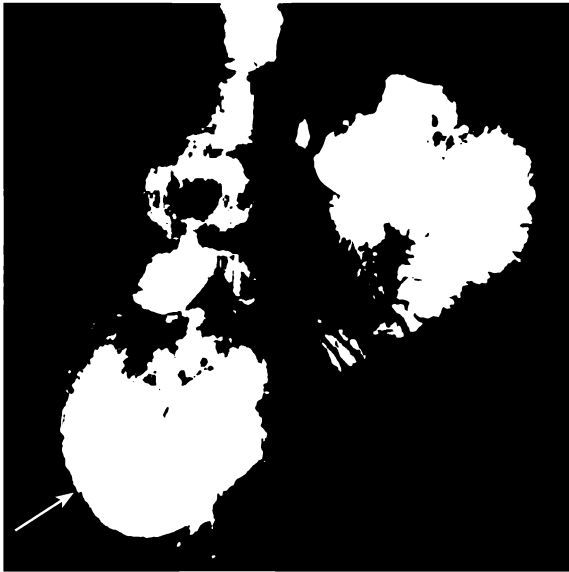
Рентгенограма. Застій дуоденального вмісту при синдромі привідної петлі
